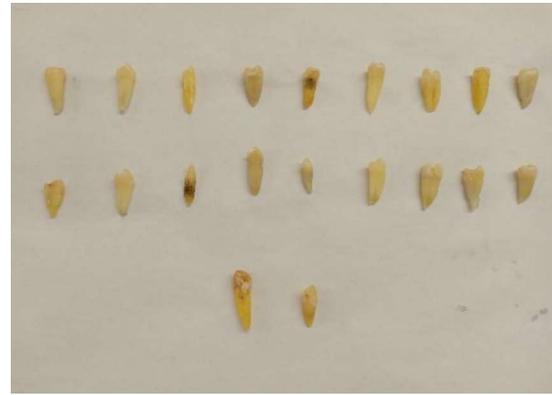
Grupo 4 Algodón + IRM.
